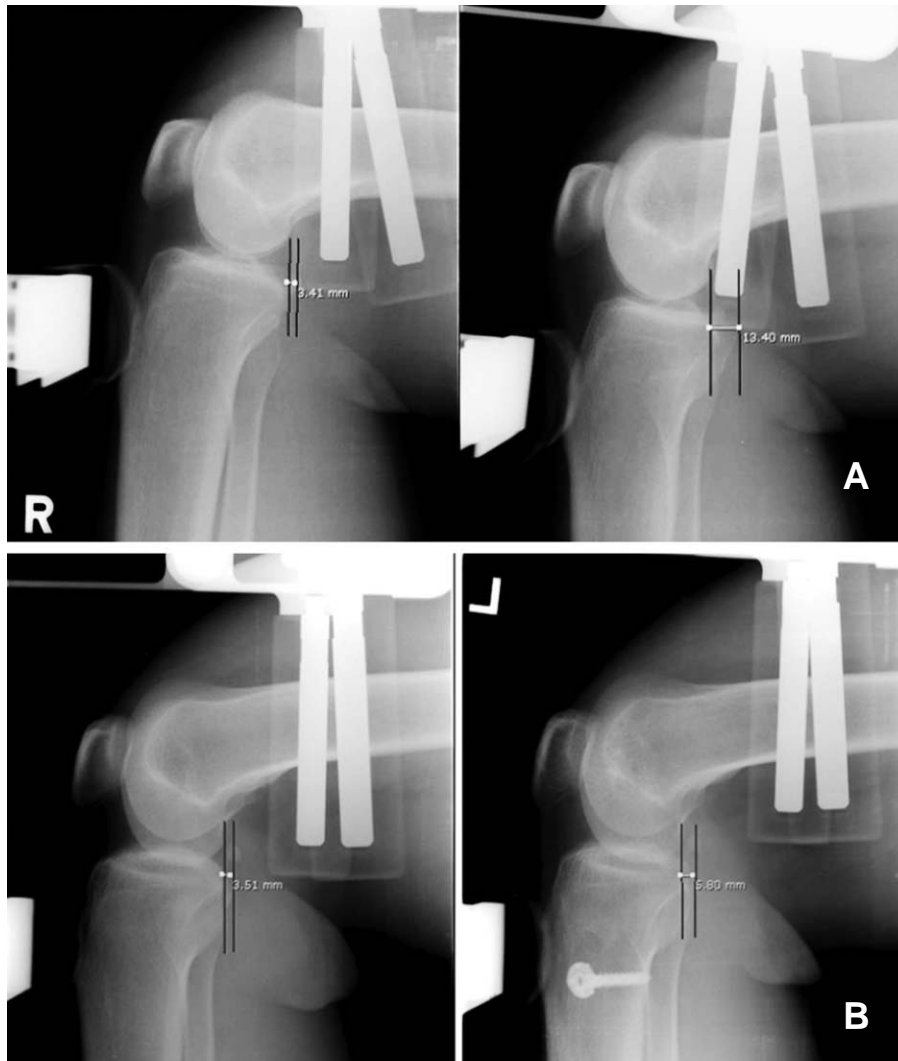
(A) Telos stress test shows that 10 mm side to side difference posteriorly in preoperative radiograph. (B) Telos stress test shows that 2 mm side to side difference posteriorly in postoperative radiograph at 1 year follow up.
